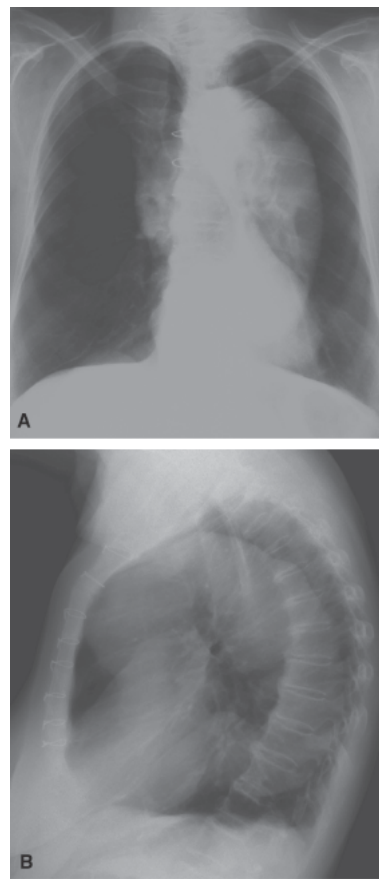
Aneurisma da aorta torácica. Radiografias do tórax em PA (A) e perfil (B). Caracteriza-se importante alargamento mediastinal (A), que na avaliação em perfil (B) define que o aspecto se relaciona a aneurisma fusiforme de todos os segmentos da aorta torácica. Observar ainda esternotomia relacionada à manipulação cirúrgica cardíaca pregressa.
